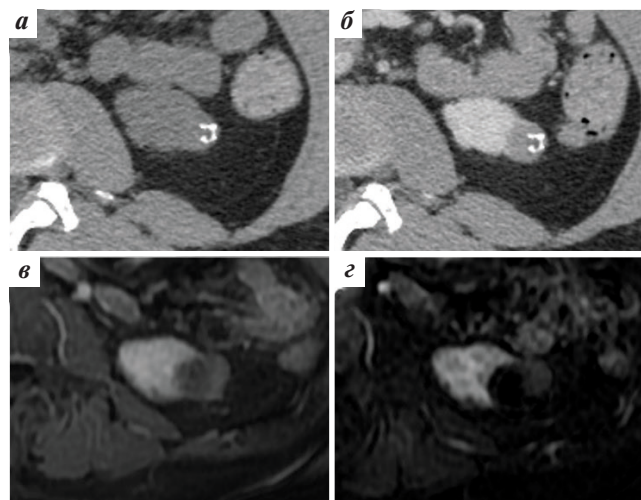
Кистозное образование левой почки с зоной массивного обызвествления в структуре, за которой «маскируются» ткани, накапливающие контрастное вещество (IV Bosniak 2019): а — компьютерная томограмма, нативная фаза; б — компьютерная томограмма, венозная фаза; в — магнитно-резонансная постконтрастная томограмма, T1-взвешенное изображение с подавлением сигнала от жировой ткани; з — магнитно-резонансная томограмма, субтракция
